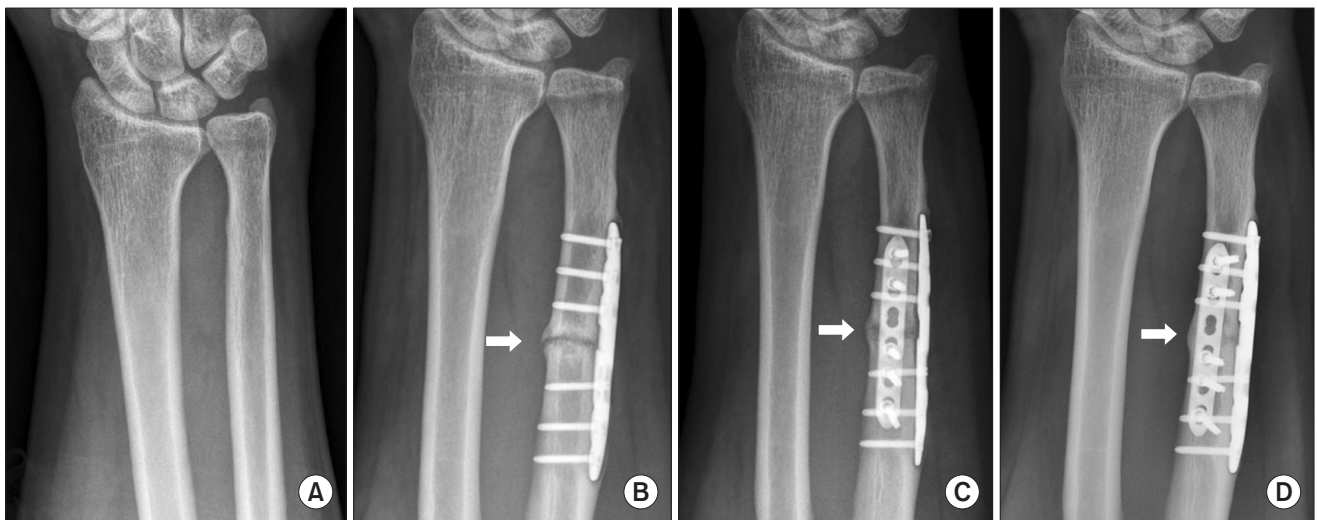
Simple radiographs of case 1 (white arrows: osteotomy site). (A) Simple radiograph before ulnar shortening osteotomy. (B) Osteotomy was not united till 1 year after ulnar shortening osteotomy. (C) Bridging callus was seen at 1 month after additional mini-plating. (D) Progressive ossification was seen at 2 months after additional mini-plating.
